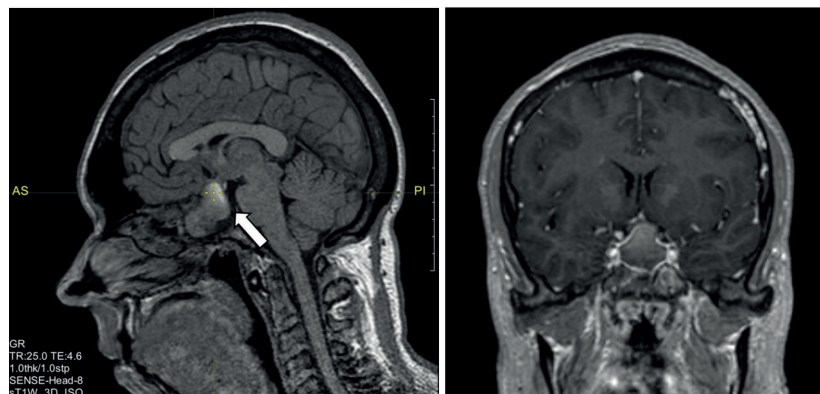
Магнитно-резонансная томография гипофиза с контрастным усилением, T1-взвешенные изображения. Визуализируется макроаденома гипофиза с супра-, инфра-, латероселлярным ростом с кровоизлиянием (указана стрелкой)
